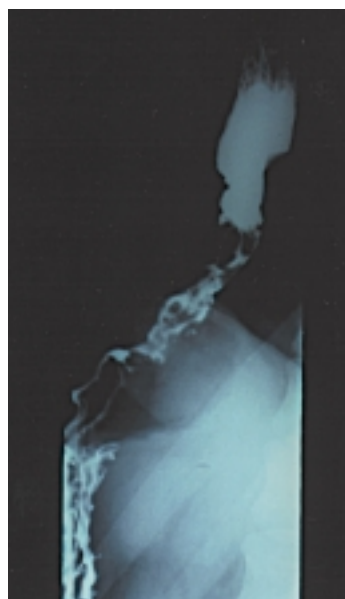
Radiografía contrastada de esófago que permite observar imagen infiltrativa ulcerada a nivel del tercio medio e inferior del órgano.
